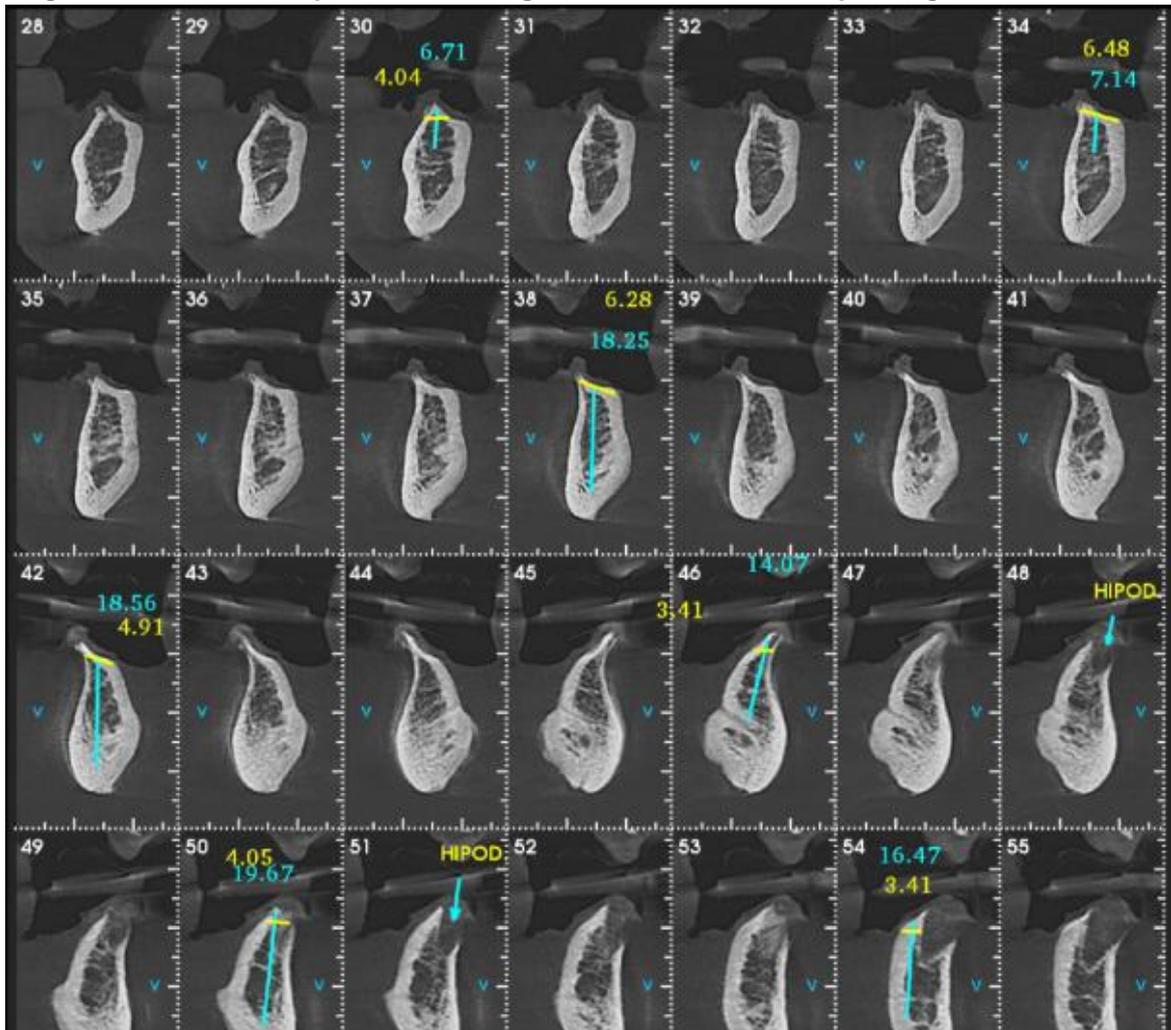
Exame Pré-Operatório: Tomografia/mandíbula: cortes parasagittais
